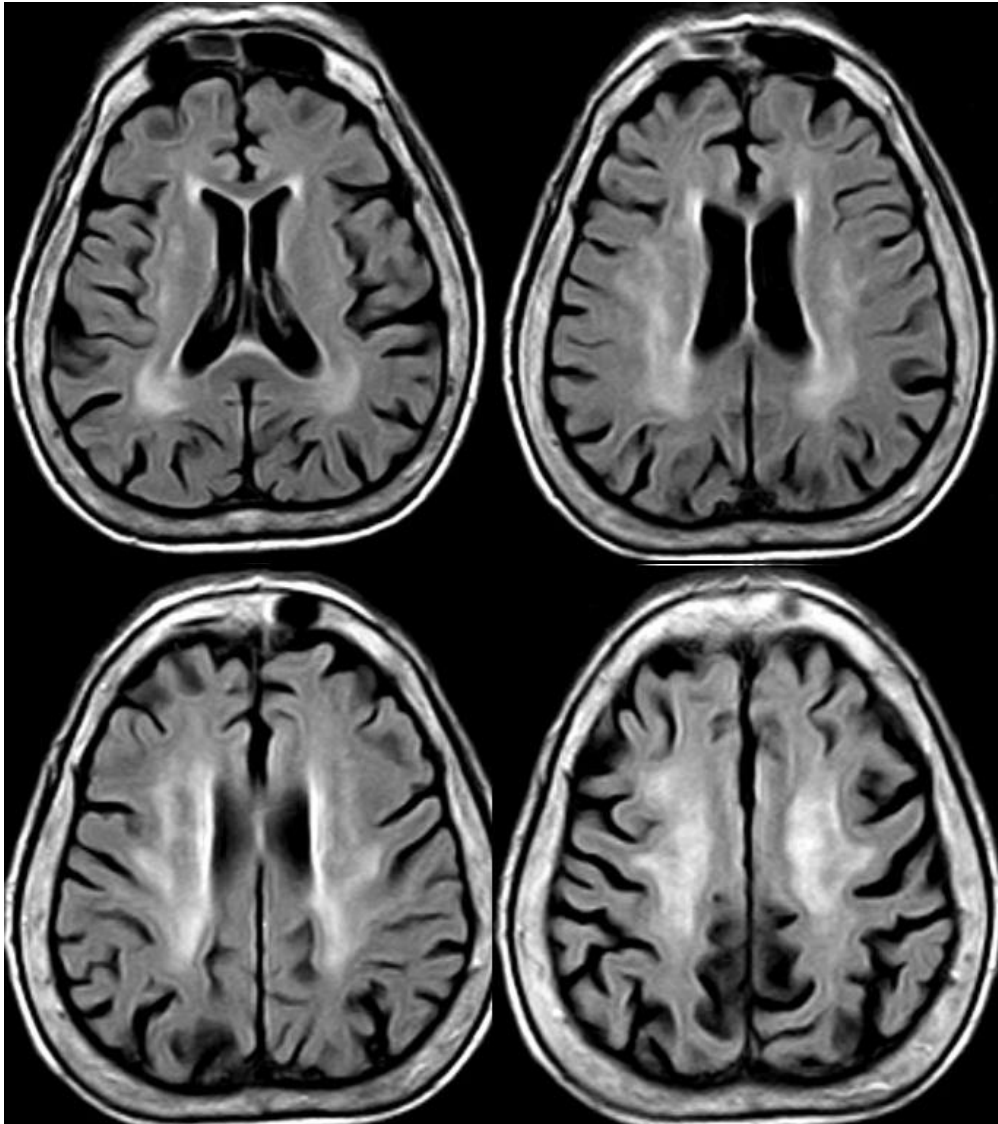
Hiperintensidades de sustancia blanca en RM FLAIR en diferentes cortes. *Fuente: Proyecto Atahualpa, cortesía del Dr. Oscar Del Brutto.*
